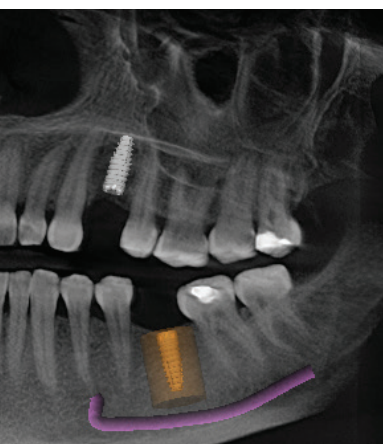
Postoperatives OPG. – Abb. 12: Verlaufsbeobachtung: in der postoperativen Phase und in der Einheilungszeit zeigten sich völlig reizlose, stabile und schmerzfreie Verhältnisse. – Abb. 13: Freilegung des Implantats nach etwa vier Monaten und eingesetzter Gingivaformer. – Abb. 14–16: Ansicht von vertikal: individuell ausgeformte Mukosa unmittelbar vor definitiver Suprakonstruktion, eingesetzter Keramikkrone, Überprüfung der Passung, Ästhetik, Okklusion und abschließendes Röntgenbild.
